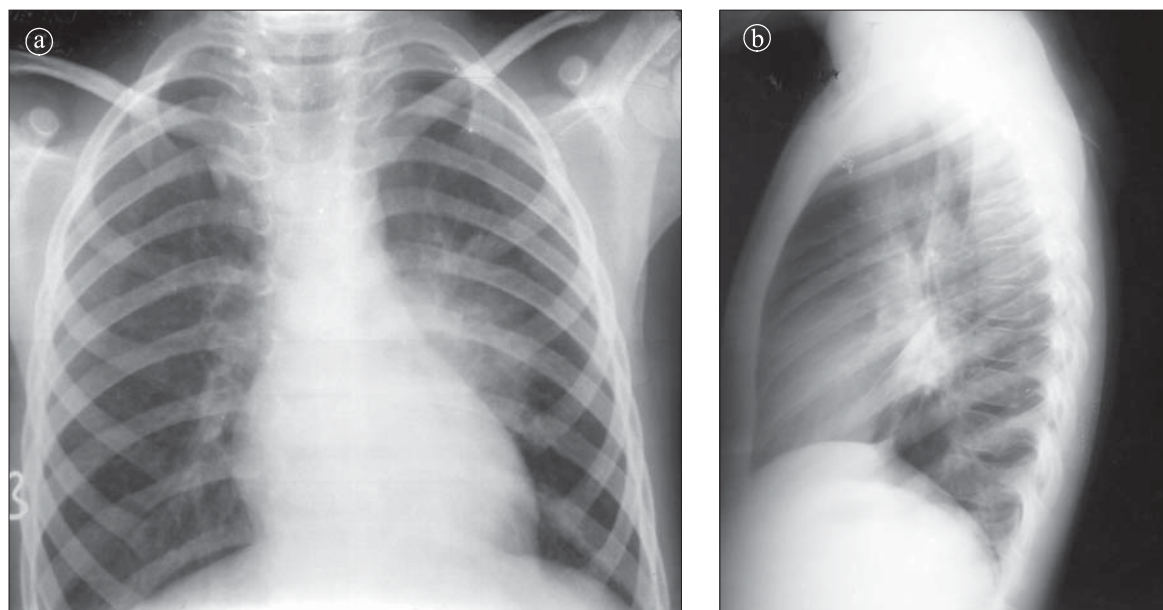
Segmentită în lingula. Radiografie toracică a) în incidența PA; b) în incidența LL stâng. Opacitate cu structură inomogenă parahilar stâng care pe radiografia din incidența LL se proiectează în segmentul 6.
